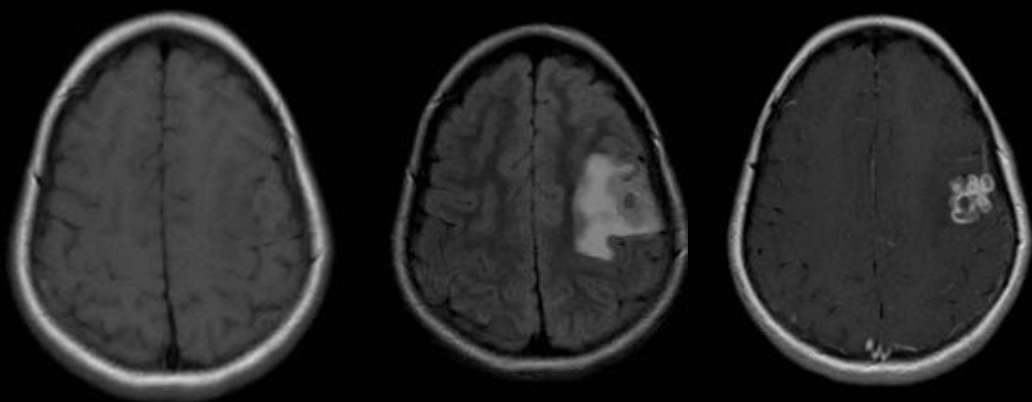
Tuberculoma cerebral: Trastornos conductuales con tumoración cervical. RM de cerebro con lesión hipointensa en T1, edema vasogenico(FLAIR) y realce anular en secuencia T1 + G.
